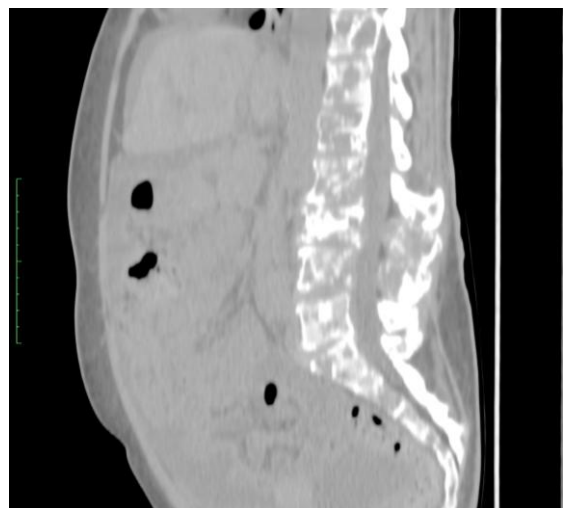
Множественные метастазы в позвоночнике (КТ)
